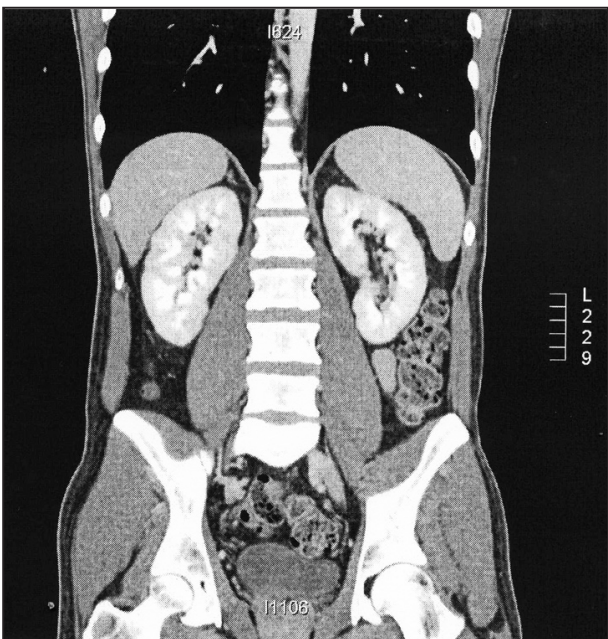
TDM (coupe coronale, en reconstruction MPR + contraste) excellente évolution sous traitement avec quasi-disparition de l'atteinte nodulaire.
